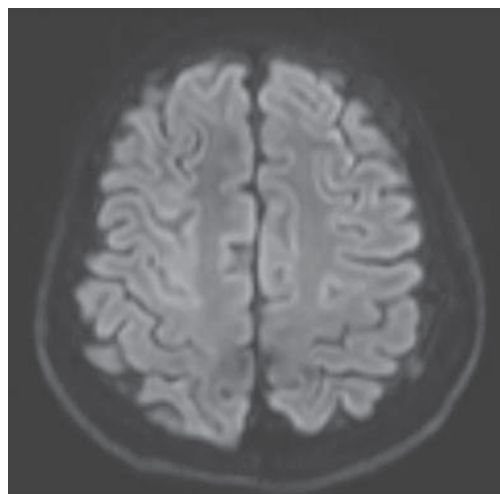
MRI diffusion 10days after the accident
